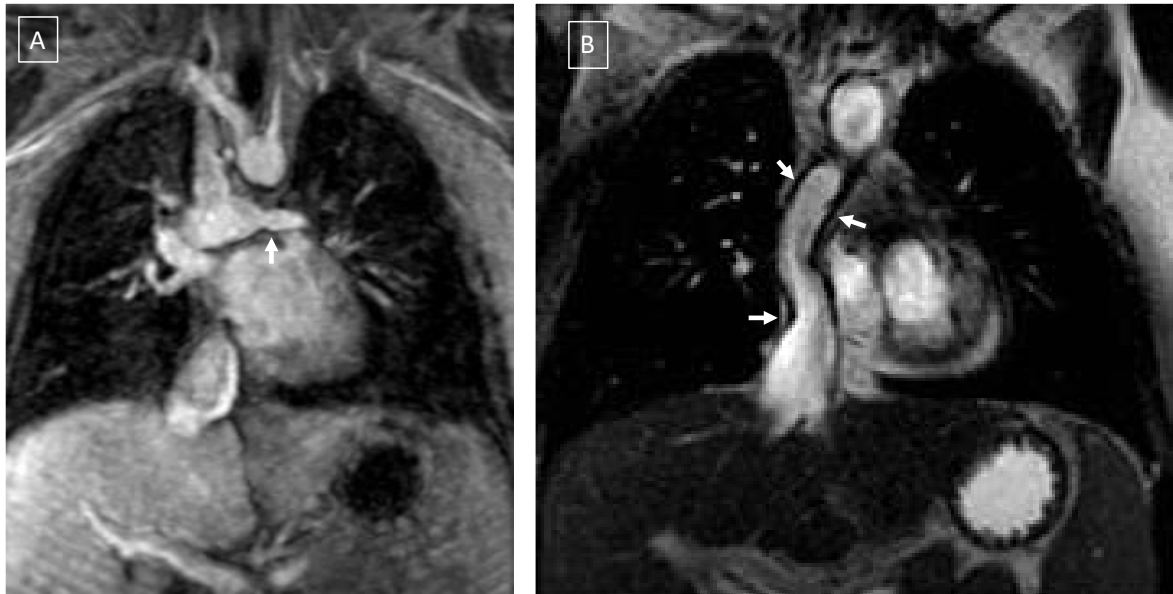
Valoración por resonancia de conexión de Glenn y conducto de Fontan en paciente con DCPT. A) Proyección coronal oblicua de angio-RM en fase venosa tardía. Relleno homogéneo del conducto de Fontan y conexión de Glenn. Asimetría de calibre entre la arteria pulmonar derecha y la izquierda (flecha). Homogeneización del parénquima hepático, valorado también en este estudio. B) Proyección coronal oblicua en sangre blanca para visualizar el conducto extra cardíaco en el mismo paciente. Engrosamiento de la pared del mismo (flechas) y disbalance de calibre entre el conducto y la vena cava inferior, discretamente dilatada. Imágenes cedidas por la Dra. Bret.
